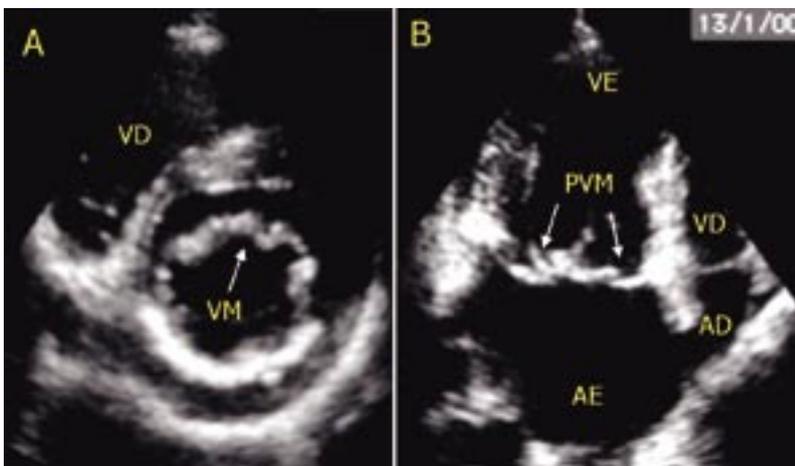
A: ecocardiograma transtorácico em corte paraesternal transversal mostrando valva mitral (VM) espessada, com aspecto de degeneração mixomatosa. B: a mesma valva vista ao corte apical 4 câmaras evidenciando prolapso de ambas as cúspides (setas). AD= átrio direito AE= átrio esquerdo; VD= ventrículo direito; VE= ventrículo esquerdo.
